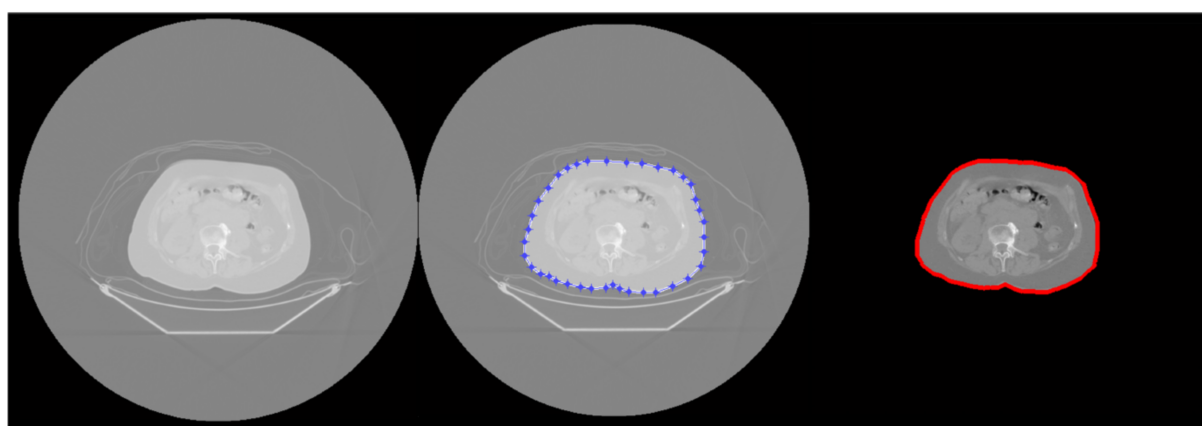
Se muestra el proceso utilizado para separar el fondo de una imagen CT de Abdomen. A partir de la definición de una región poligonal (marcada en azul), se segmenta el cuerpo del paciente de la camilla y artefactos exteriores en la imagen CT. A la derecha, se muestra la imagen segmentada en estas dos regiones: fondo (en negro) y cuerpo del paciente (tonos de gris), el borde en rojo indica la estructura poligonal utilizada para la segmentación.
